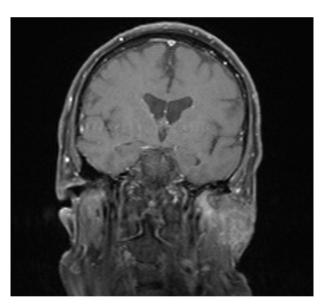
RM corte coronal.
